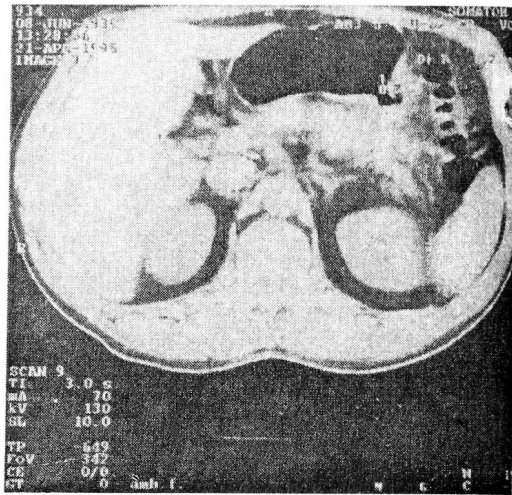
КТ желудка больной Е., 60 лет. Доброкачественная язва средней трети тела желудка. Определяются утолщение краев язвенного дефекта до 0,7 см и выход язвенного кратера за пределы стенки желудка.
